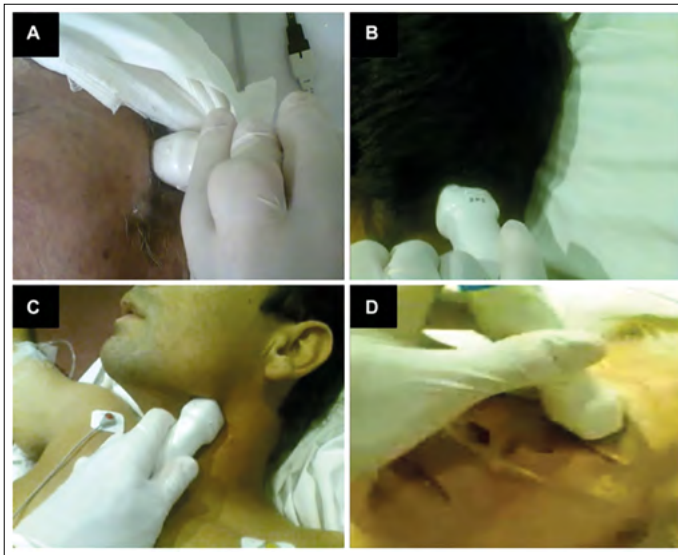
Janelas para Doppler transcraniano. a - transtemporal; b - transforaminal; c - transcervical; d - transorbital³⁸
